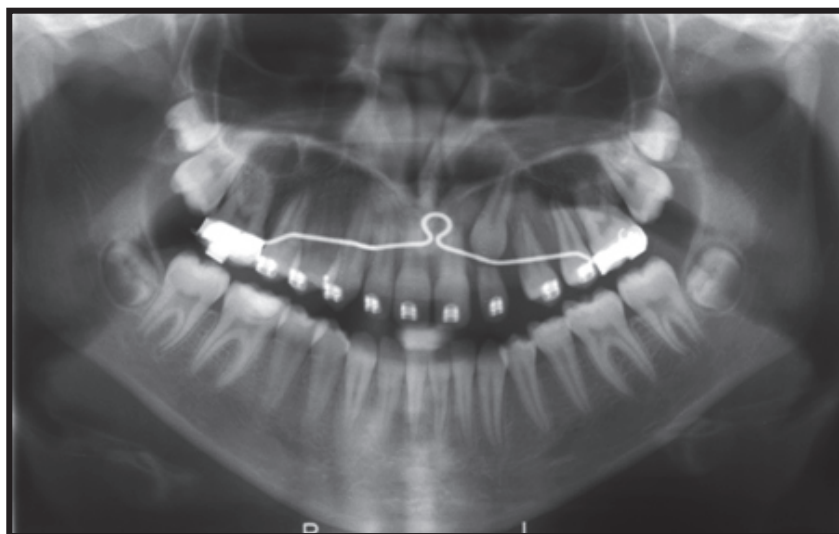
Radiographie panoramique d'une patiente qui présente une 23 incluse et résorbant 22 à tel point que celle-ci, trop mobile a dû être extraite afin de mener au mieux le traitement orthodontique (10)
